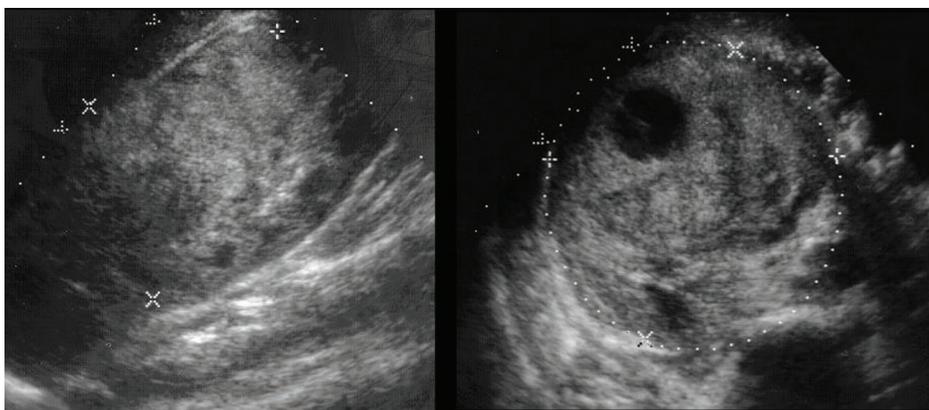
Sonographische Tumolvolumenmessung (Quelle: Zugor V, Uniklinik Köln).
